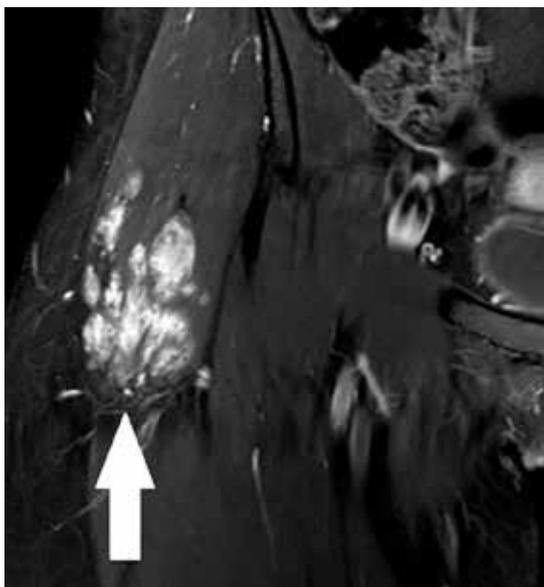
RM en el corte coronal en la secuencia T1 FAT SAT con contraste demuestra formación expansiva intramuscular irregular en el glúteo medio derecho con intensificación de contraste intensa, compatible con hemangioma intramuscular (flecha blanca).
